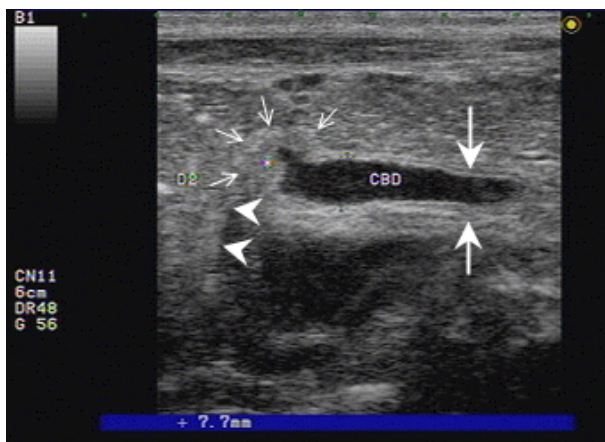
Ultrasonographic image : Ampullar of Vater (pictured by JDS)
